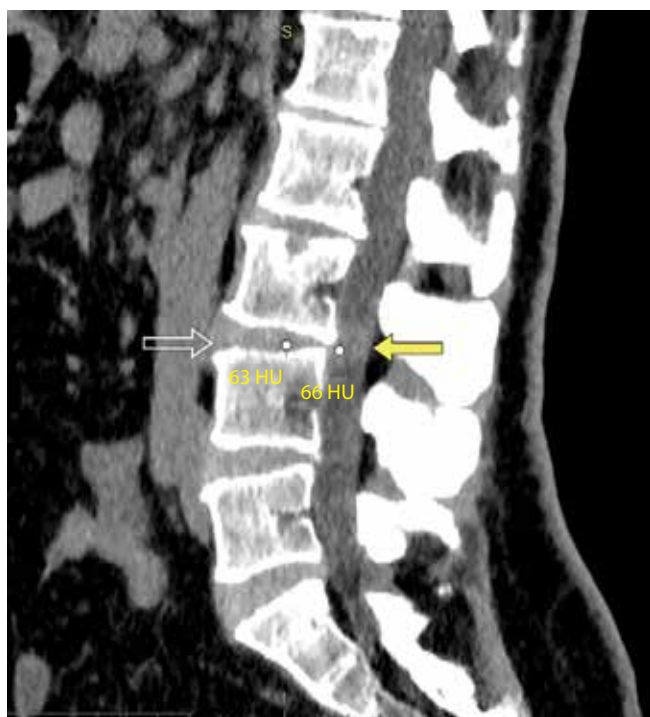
Lumbar spine CT-scan. In the projection of the intervertebral disc L_3-L_4 (white arrow), an isodense volumetric formation (66 Hounsfield units) is visualized in the spinal canal, similar in density to the tissues of the intervertebral disc (66 Hounsfield units) (yellow arrow)
